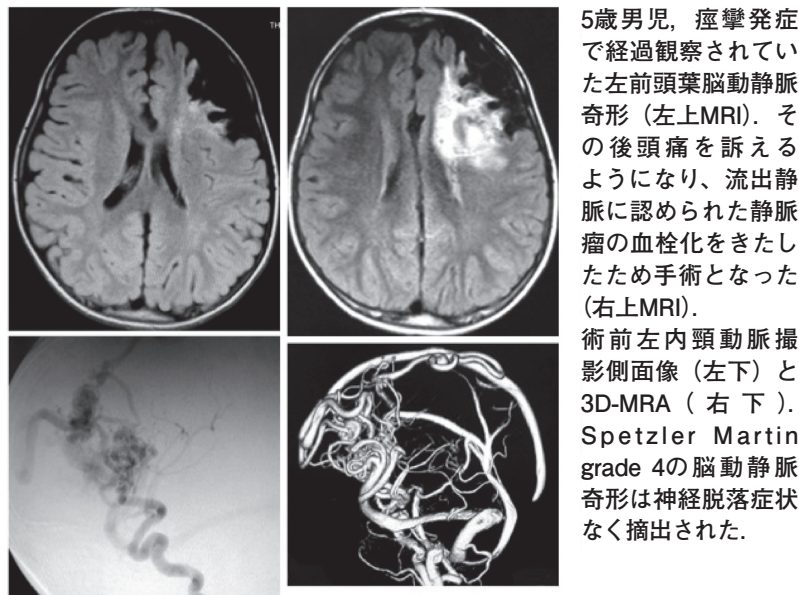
脳動静脈奇形の典型的なMRI，MRA画像の例
